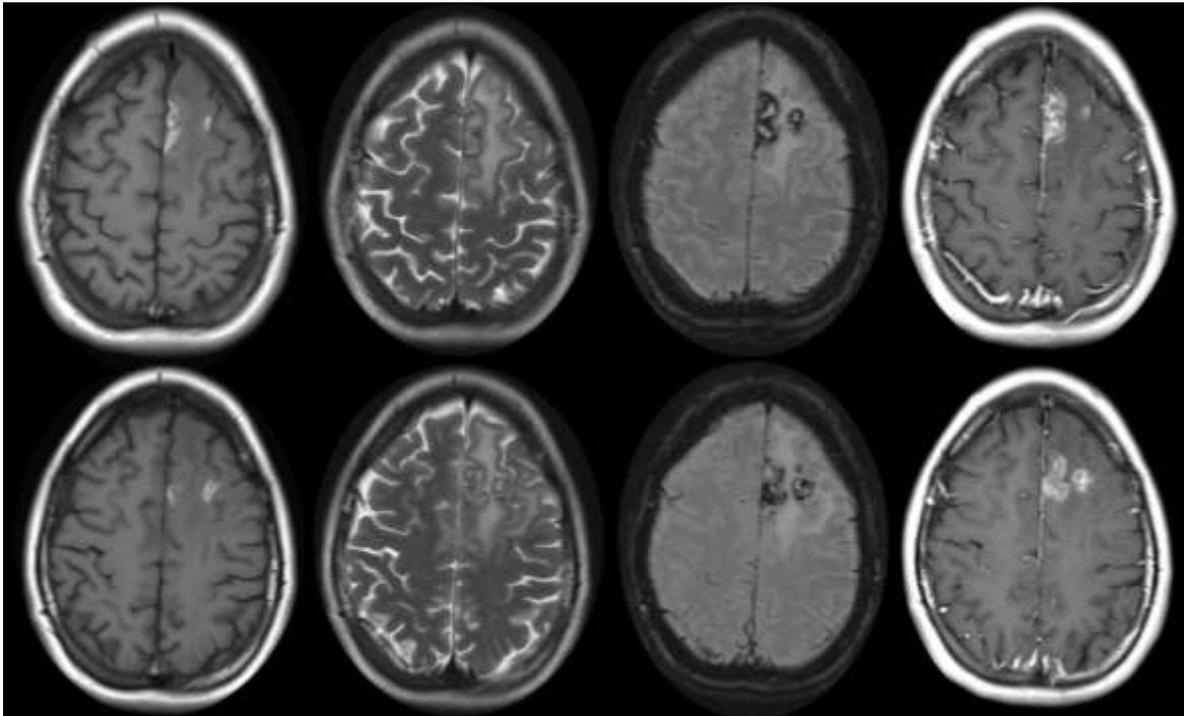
De izquierda a derecha se muestran cortes axiales de RM en secuencias T1, T2, SWI y T1 con gadolinio. En la región córtico-subcortical frontal izquierda se evidencian imágenes focales, heterogéneas, que presentan áreas lineales serpinginosas hiperintensas en T1, con caída de la señal en la secuencia de susceptibilidad magnética (SWI) en relación a cambios hemáticos. Se observa además marcado edema vasogénico adyacente y realce periférico en anillo de las lesiones luego de la administración del contraste endovenoso.
